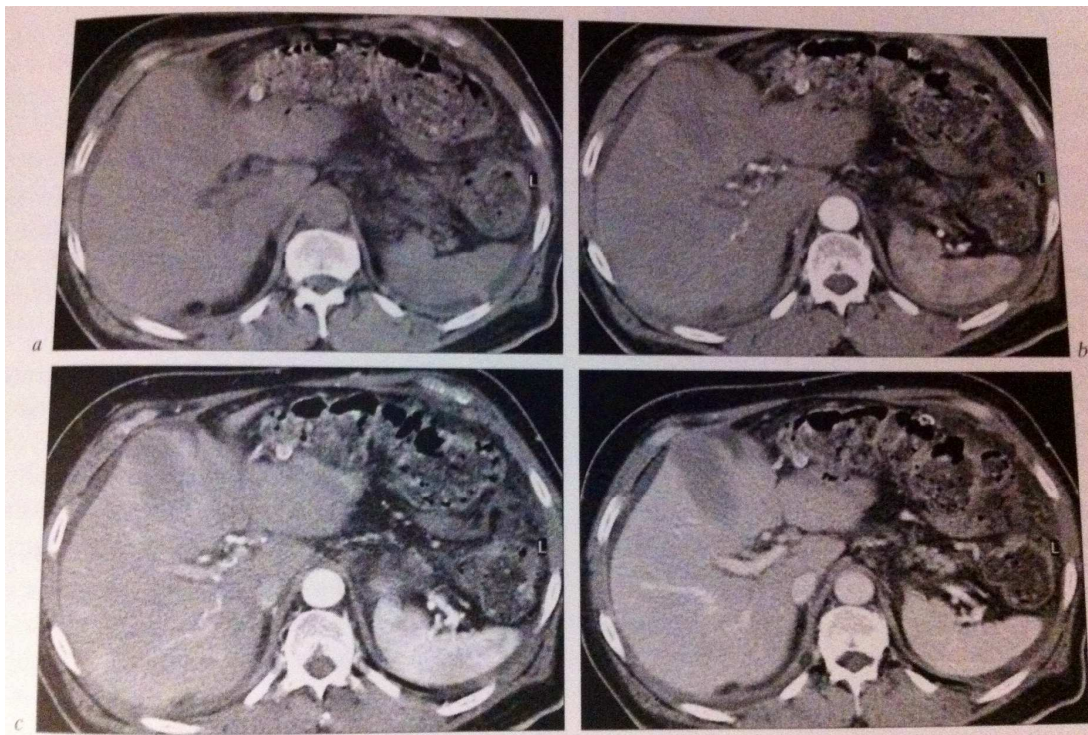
Exemple d'acquisition tomographique multiphasique au niveau du foie
